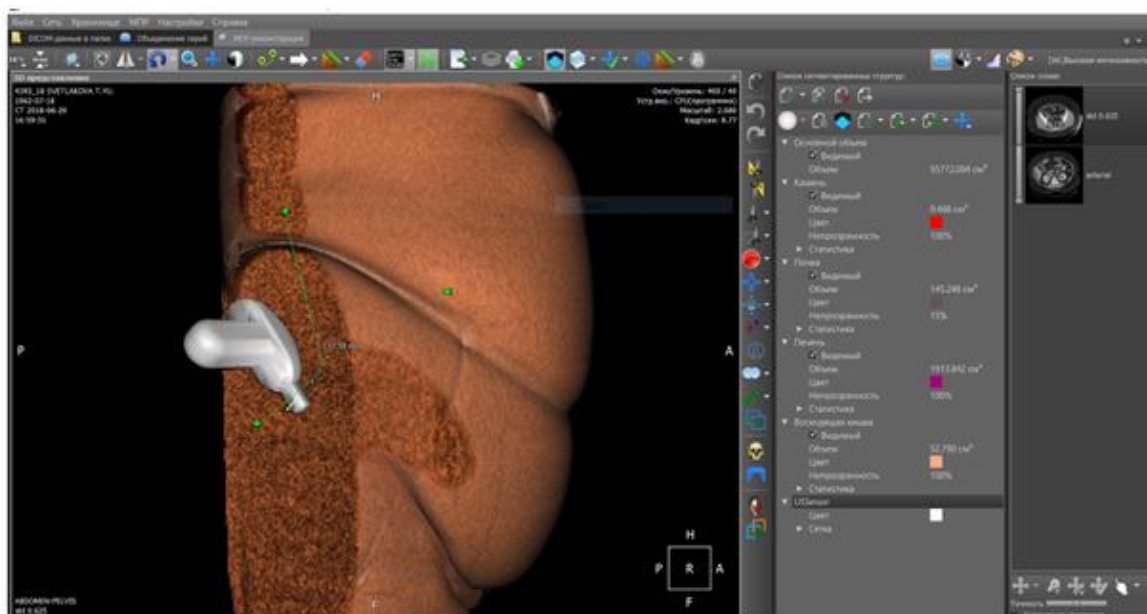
Вид расположения УЗИ-датчика.
